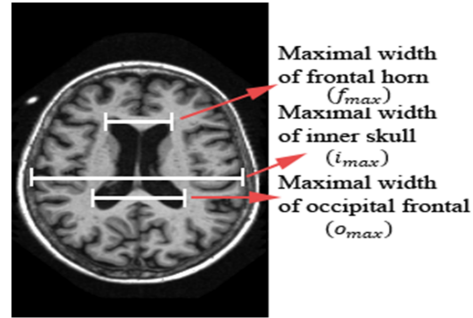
Cross section MRI brain image with major measurements of ventricular enlargement case.
